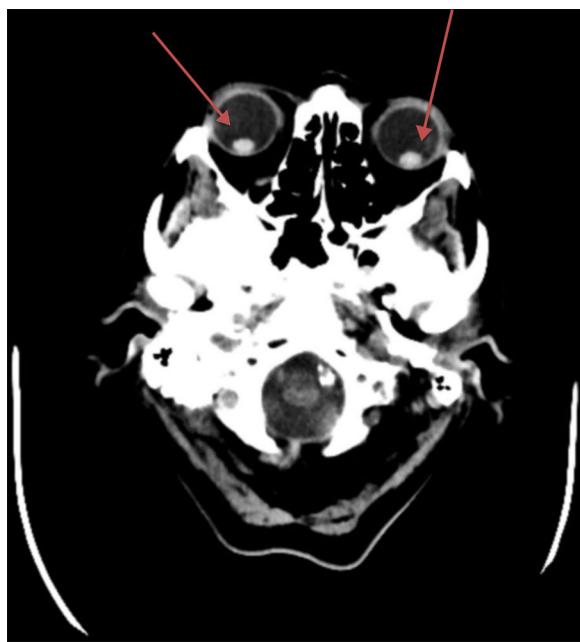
TAC craneal. Las flechas apuntan a la ectopia de ambos cristalinos en la porción declive de ambos globos oculares
